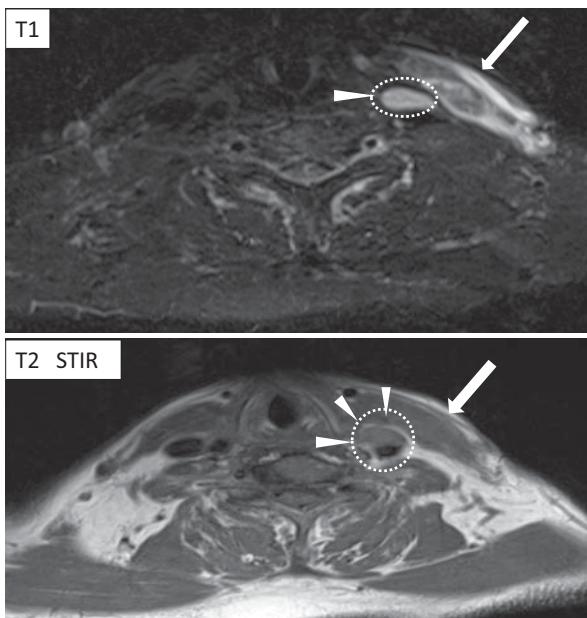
MRI像：T1胸鎖乳突筋の腫大（➡）と左内頸静脈血栓症（△）を認めた。
